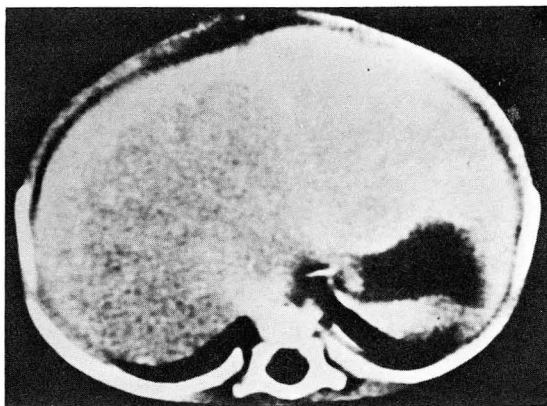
CT shows the huge hepatic mass, diffusely involving both lobes of liver with inhomogeneous internal densities. The intrahepatic portion of inferior vena cava and hepatic veins are not clearly defined.
